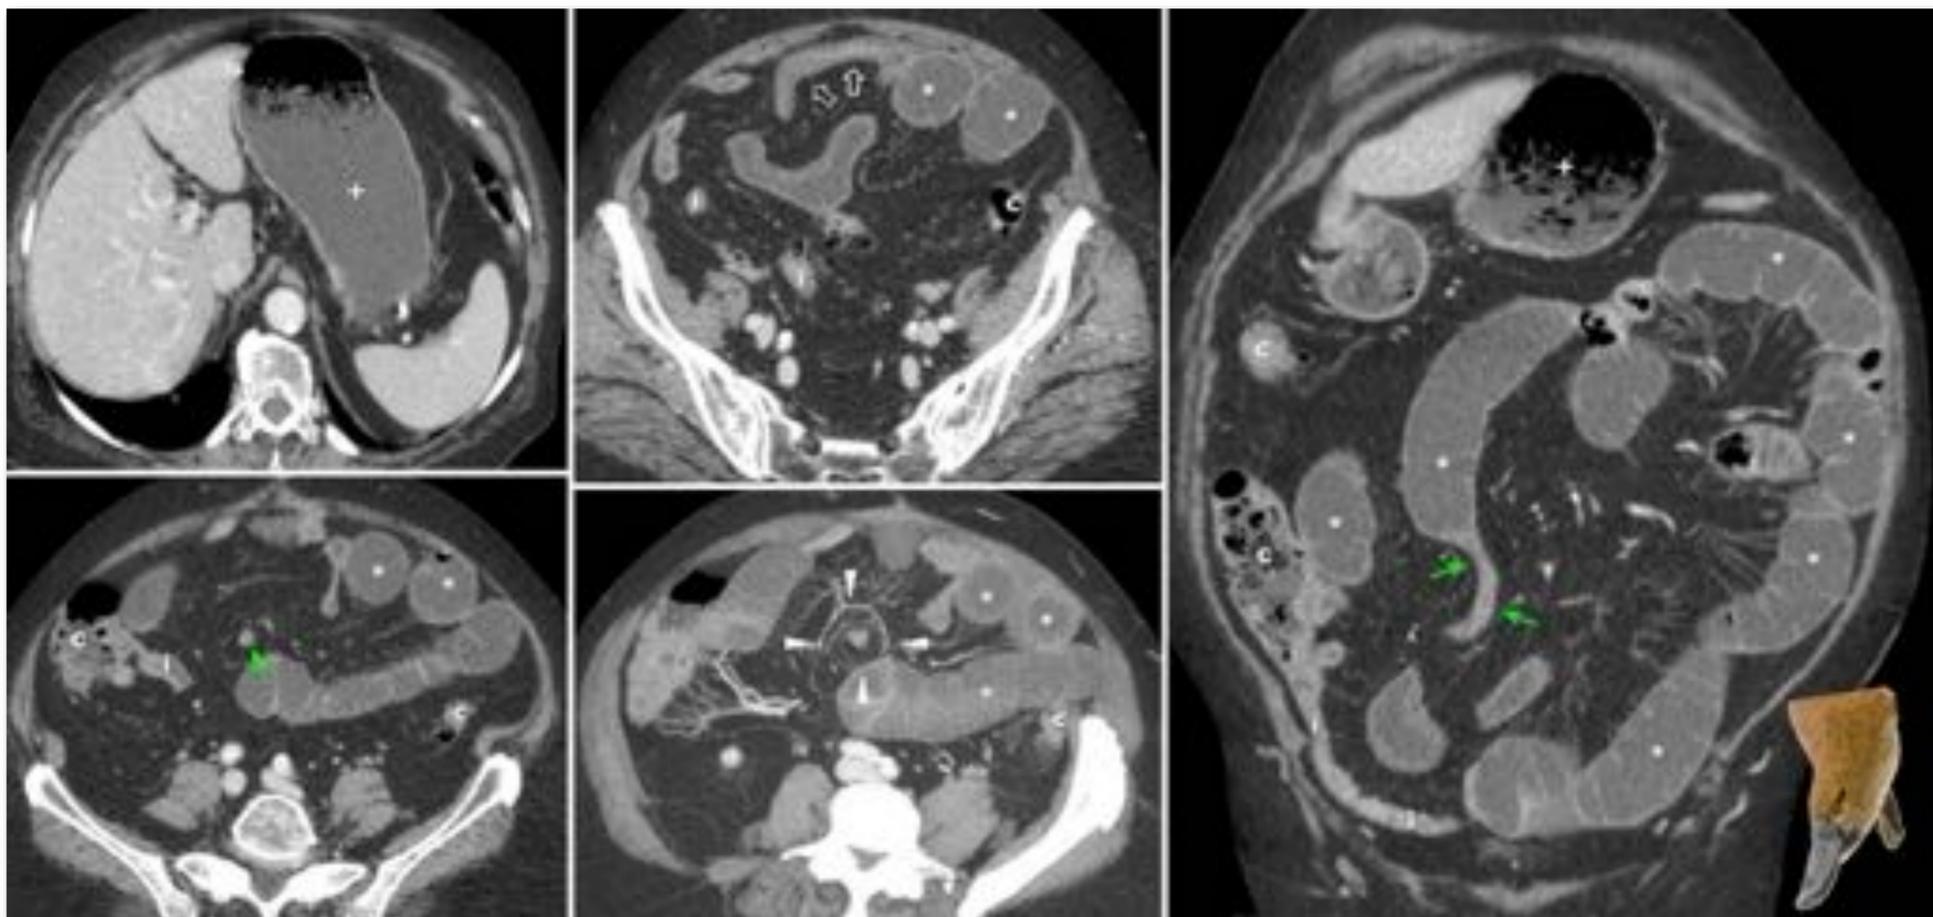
Mujer de 89 años. Antecedentes de colecistectomía más de 30 años antes y posteriormente eventroplastia de línea media anterior. Acude con molestia abdominal vaga con vómitos intensos de algo más de 24 horas de evolución. En TC se aprecia dilatación de estómago (+) y yeyuno (*), con una transición afilada en mesogastrio (flechas verdes), con sensación de giro intestinal y de los vasos acompañantes, que se reconoce mucho mejor en el estudio dinámico, en este caso en el mismo plano axial (véase el VÍDEO) y también en la reconstrucción MIP fina (puntas de flecha). Distal a este punto se aprecia un tramo intestinal con las paredes discretamente engrosadas (flechas huecas), parte del cual se dispone muy superficialmente, en proximidad a la malla de eventroplastia, que no es visible. Tanto el íleon distal (i) como el colon (c) aparecen colapsados, aunque con algunas heces residuales en este último. En el plano coronal se aprecia mejor la transición afilada en el punto de obstrucción, que recuerda al pico de un ornitorrinco. En la intervención quirúrgica, por mala evolución clínica, se vio una larga brida en mesogastrio entre el yeyuno distal y la malla de eventroplastia, sobre la que giraba el yeyuno distal, provocando la obstrucción. Distalmente se vio también un tramo de intestino delgado firmemente adherido a la propia malla, con cambios isquémicos incipientes. Se realizó una sección de la brida y una laboriosa disección del intestino adherido a la malla, con buena recuperación de la pared, sin ser necesario realizar resección intestinal. Además se extrajo una gran coleditiasis adherida a los recesos peritoneales pélvicos, que se aprecia en el VÍDEO, probablemente por una fistulización de la vesícula remota en el tiempo. Tras un periodo de íleo paralítico la paciente se recuperó paulatinamente.
